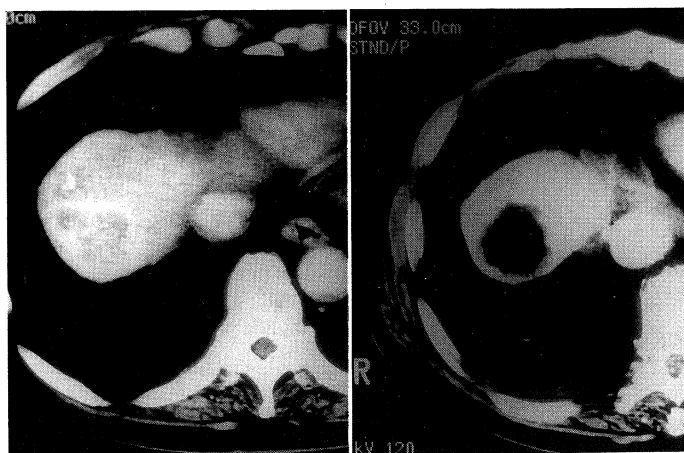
CT of the tumor before (left) and after (right) PAIT. Complete necrosis was noted on the site of infection of 20% acetic acid.
